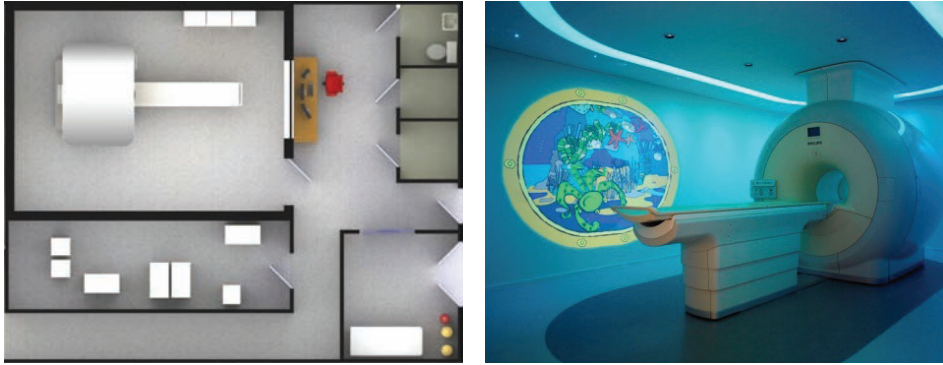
Resonancia magnética cilíndrica
